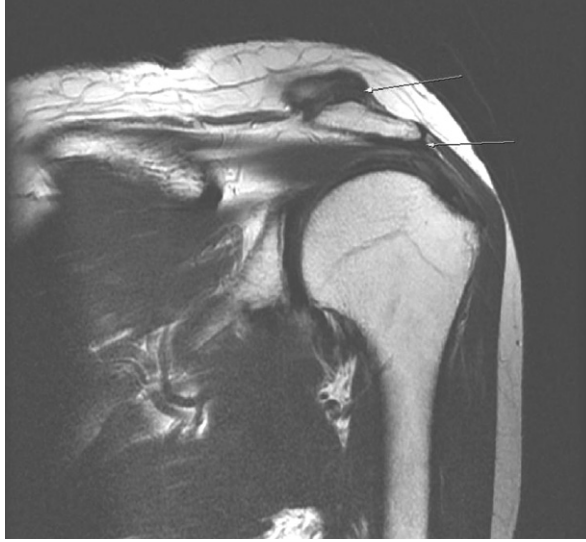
Lt.shoulder MRI.
